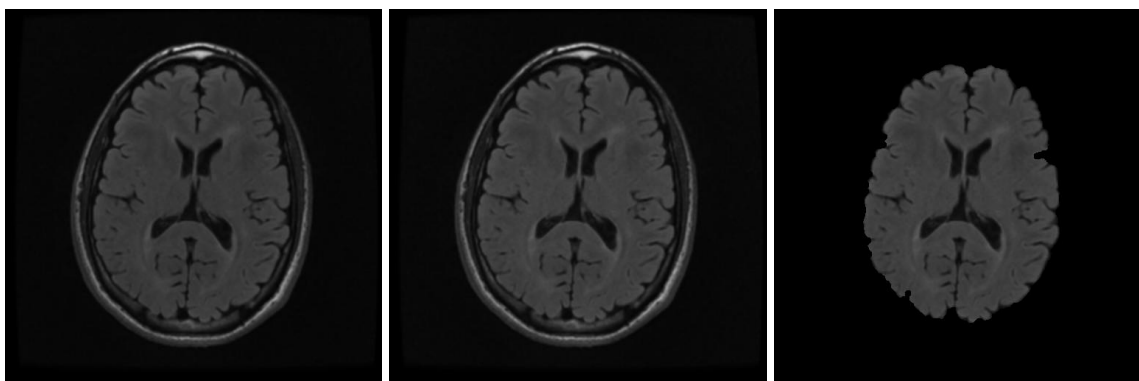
Imagen FLAIR Original
